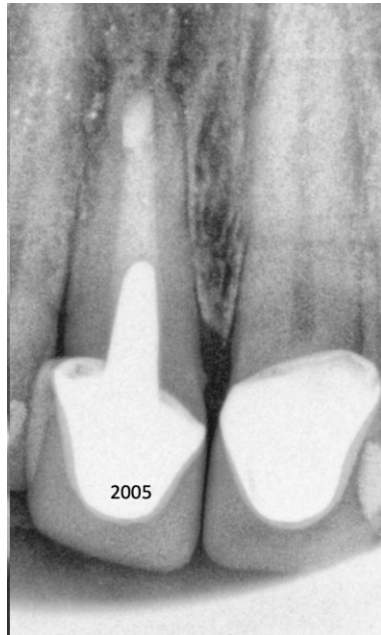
Radiografía postquirúrgica con cemento SUPREBA (2005)
